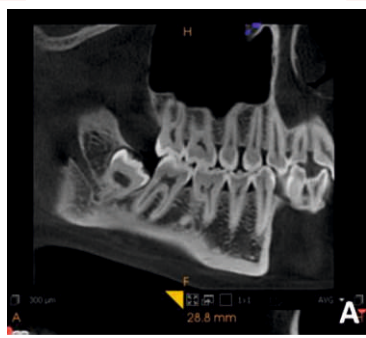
Cone beam : coupe curviligne panoramique montrant le rapport intime entre les apex de la 48 et le canal mandibulaire
